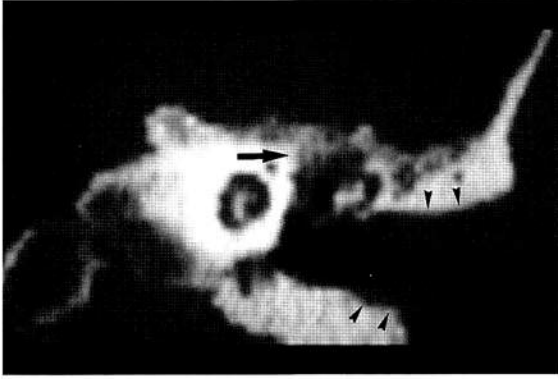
Reconstrucción coronal en TAC en la que existe edema del CAE y ocupación del ático, sin apreciarse erosión del muro del ático (Caso 3).
